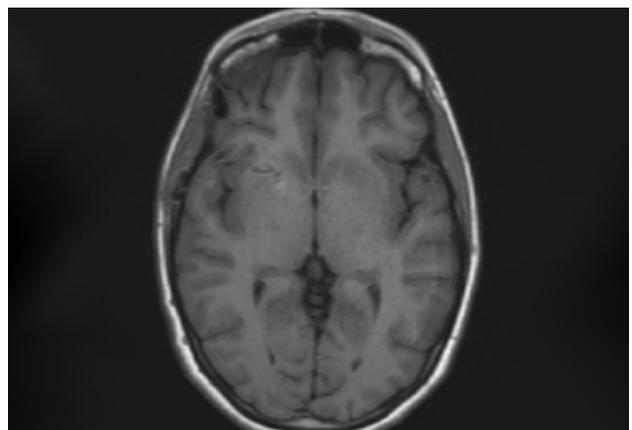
2021: RMN postop. de exéresis por vía transilviana trans-surco circular anterior de la ínsula.
